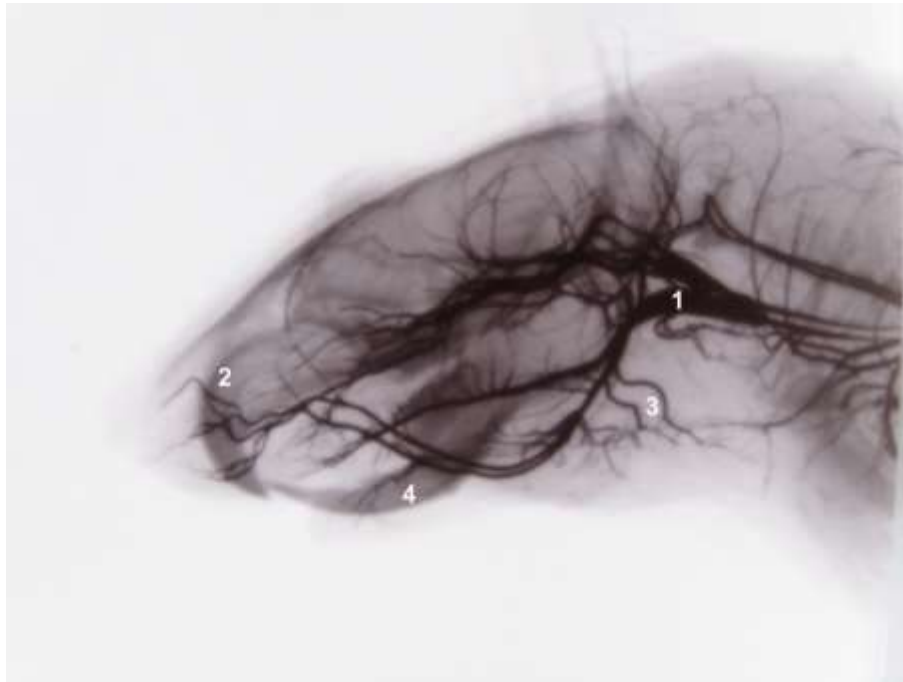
Зменшення інтенсивності наповнення судин контрастною речовиною, розширення просвіту магістральних (1) і збільшення звивистості периферичних (2, 3, 4) артерій голови щура після тримісячного моделювання стрептозотцин-індукованого цукрового діабету. Фото з контрастної рентгенограми, бічна проекція.
